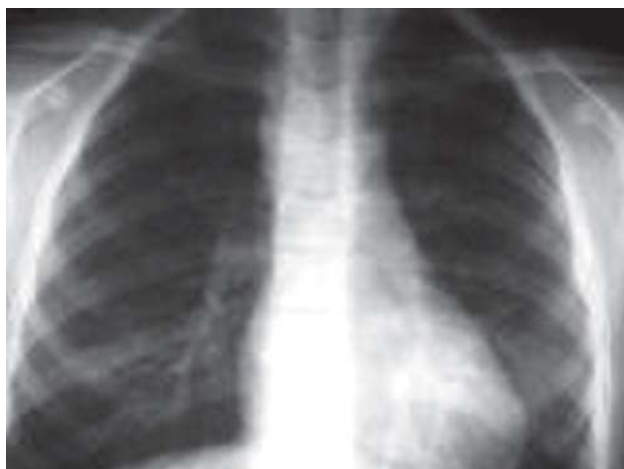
Radiografia de tórax em PA, revelando arco aórtico à direita
